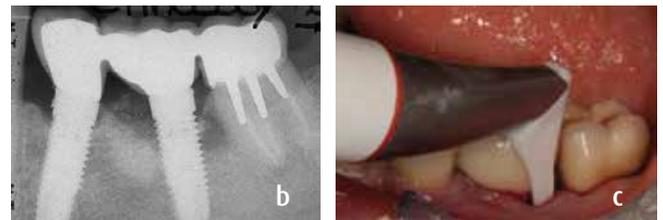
Radiographie rétro alvéolaire montrant une importante perte osseuse ainsi que l'absence de murs osseux en distal de 46.
